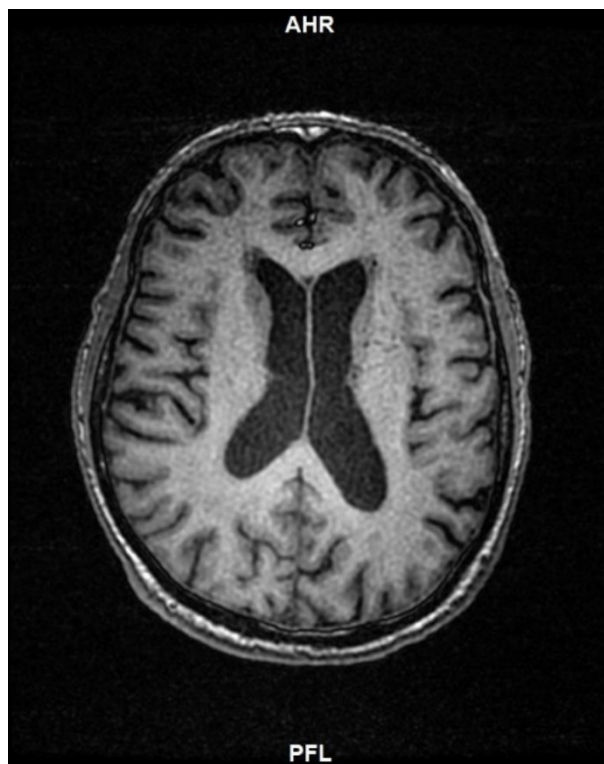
Paziente affetto da Demenza Semantica, Immagine di Risonanza Magnetica acquisita tramite PET/RM.
